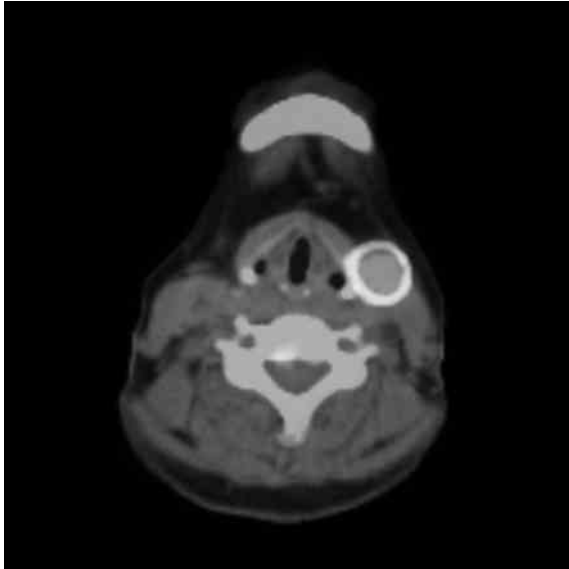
Positron emission tomography 検査所見
